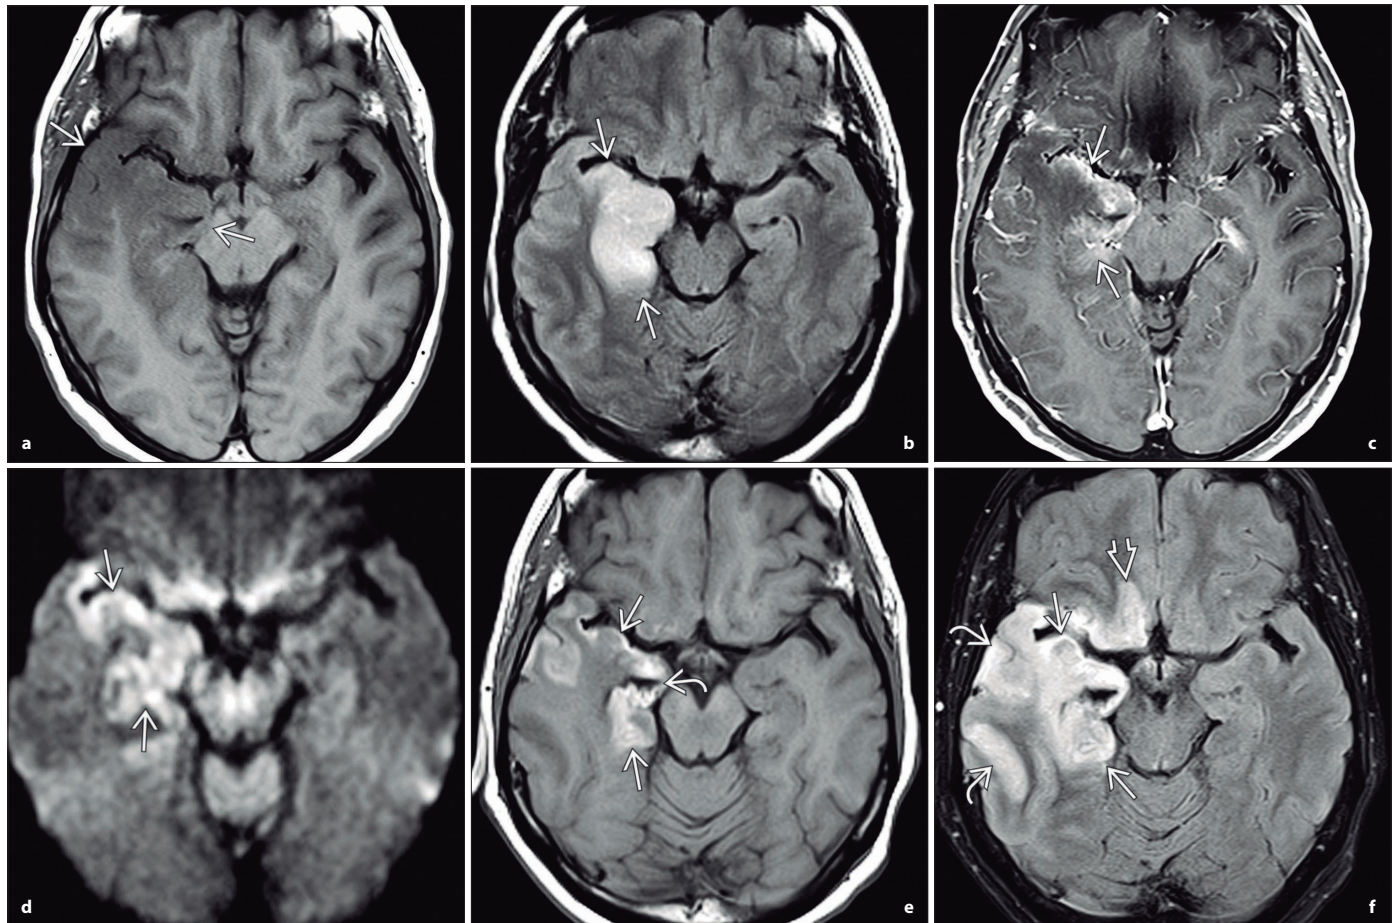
a Imagen en T1 en una mujer de 64 años de edad con cefalea y confusión creciente 1 semana después de un episodio pseudogripal que muestra tumefacción giral del lóbulo temporal derecho (*flechas*). b Secuencia FLAIR en el mismo caso que muestra la corteza del lóbulo temporal derecho muy agrandada e hiperintensa (*flechas*). El lóbulo temporal izquierdo tiene aspecto normal. c Imagen en T1 C+ con saturación grasa que muestra realce cortical en parche (*flechas*) en el lóbulo temporal anteromedial derecho. d Imagen con tensor de difusión y en secuencia de difusión que muestra restricción cortical en el lóbulo temporal anteromedial derecho (*flechas rectas*). e Imagen en T1 2 semanas más tarde que muestra pérdida de volumen cortical e hiperintensidad (*flechas rectas*) secundarias a necrosis hemorrágica inducida por virus herpes simple. El asta temporal del ventrículo lateral está dilatada (*flecha curva*). f Imagen en FLAIR 2 semanas más tarde que muestra hiperintensidad y pérdida de volumen en el lóbulo temporal anteromedial (*flechas rectas*). Nótese, además, el edema cortical y la hiperintensidad en el lóbulo subfrontal derecho (*flecha hueca*) y en el lóbulo temporal posterolateral (*flechas curvas*) secundarios a encefalitis por herpes simple persistente.
